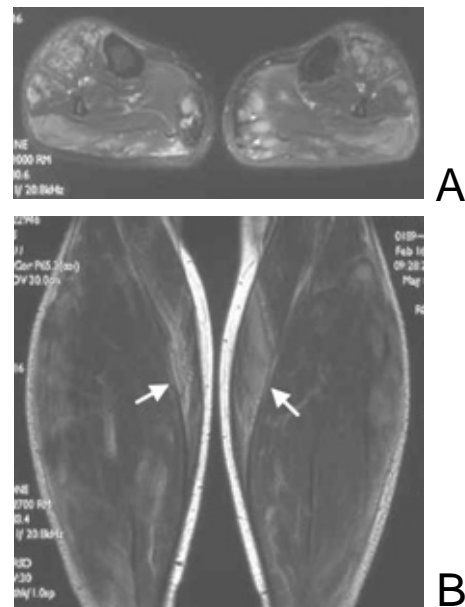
(A) Axial MR image of legs seven years after the first examination shows multiple areas of increased signal intensity in most muscles. (B) Coronal MR image shows multiple increase signal intensity, some of which are consistent with the stripe sign (arrow).
